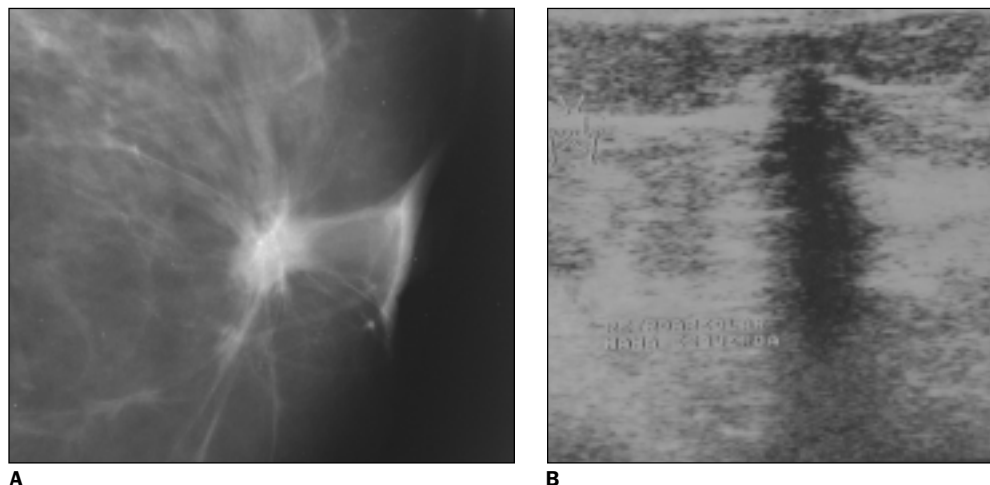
Paciente de 61 anos de idade, com nódulo palpável na região retroareolar esquerda e retração do mamilo. A mamografia revelou nódulo espiculado com espículas longas, centro radiopaco. A: Ampliação da mamografia em crânio-caudal. B: Ultra-sonografia mostra área hipoeecóica irregular, com forte atenuação posterior. Categoria 5. Histopatológico: LEC + carcinoma tubular.
